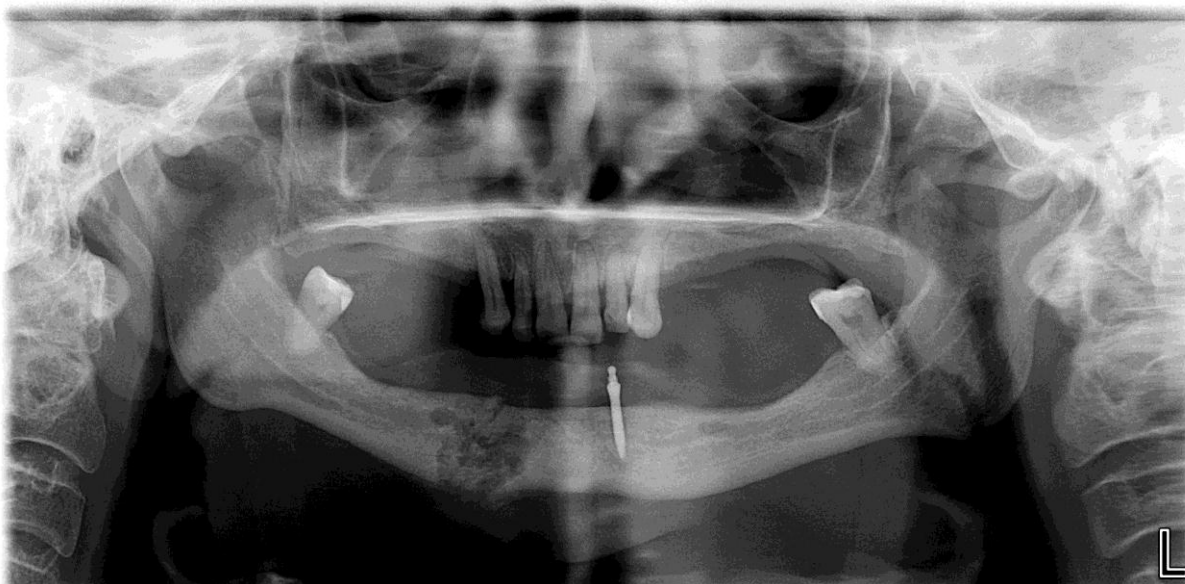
Ortopantomografia realizada na 1ª consulta a 24-01-2012
